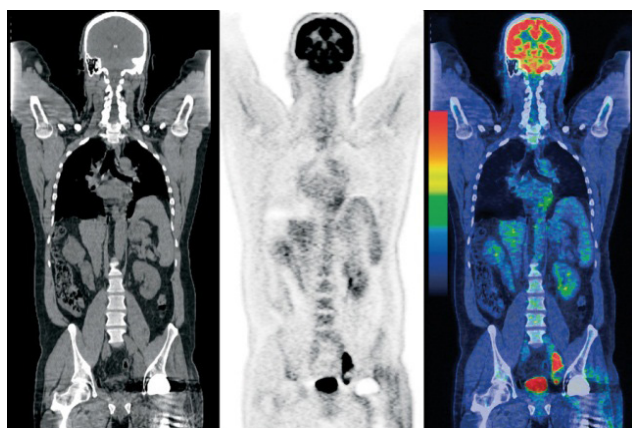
Послідовні зображення КТ, ПЕТ і ПЕТ/КТ [7].
